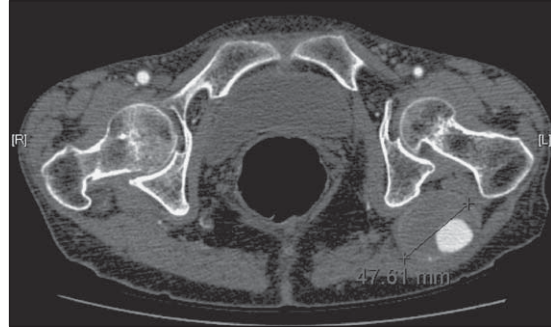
Angio TAC de aneurisma glúteo en ACP izquierda.
